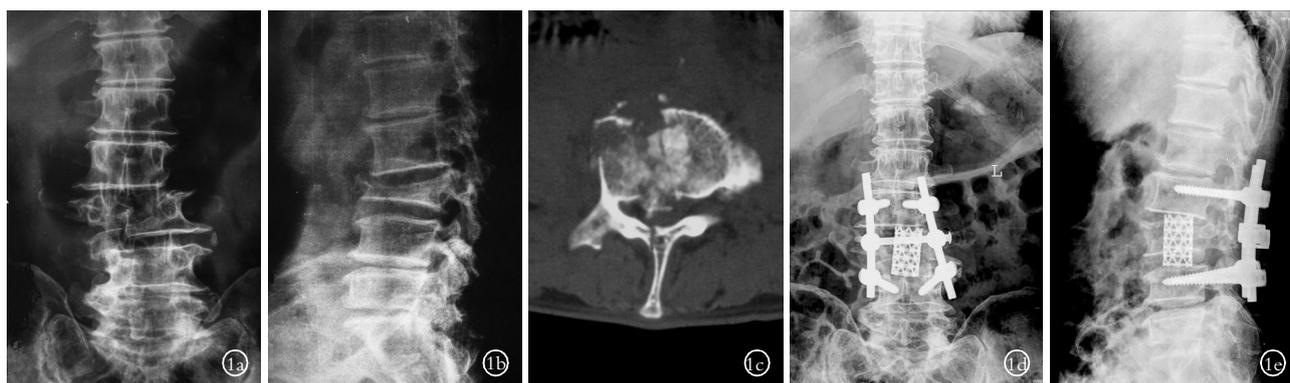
男,63 岁,高处坠落致腰背痛 1a. 术前正位片, L<sub>3</sub> 椎体高度下降,伴有轻度侧方移位 1b. 术前 X 线侧位片,局部后凸 1c. CT 横断像可见椎管狭窄和椎板骨折 1d. 术后正位片,侧位移位已经纠正 1e. 术后侧位片可见椎体高度、腰椎前凸恢复良好
